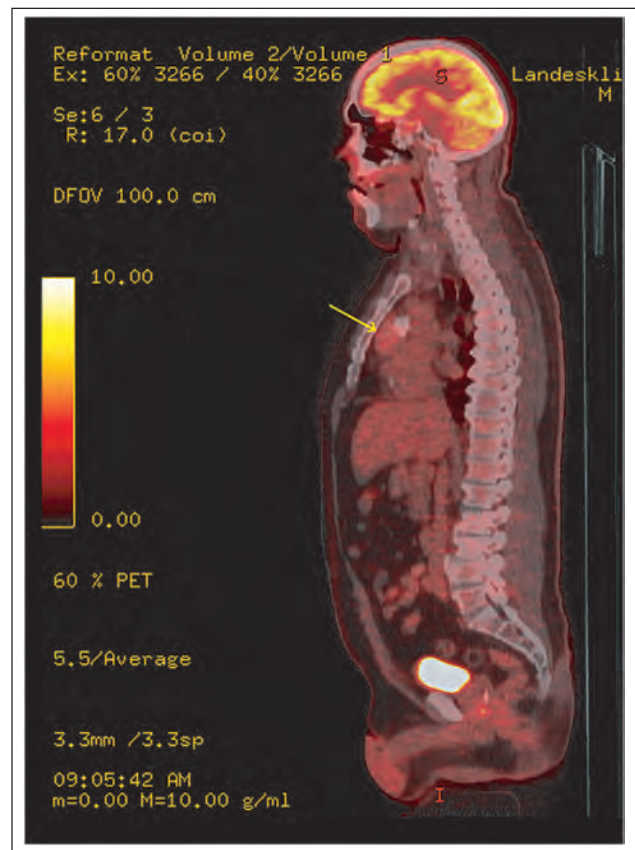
FDG-PET-Scan: Partiiell verkalkter Tumor im vorderen Mediastinum, nicht FDG-aktiv.
